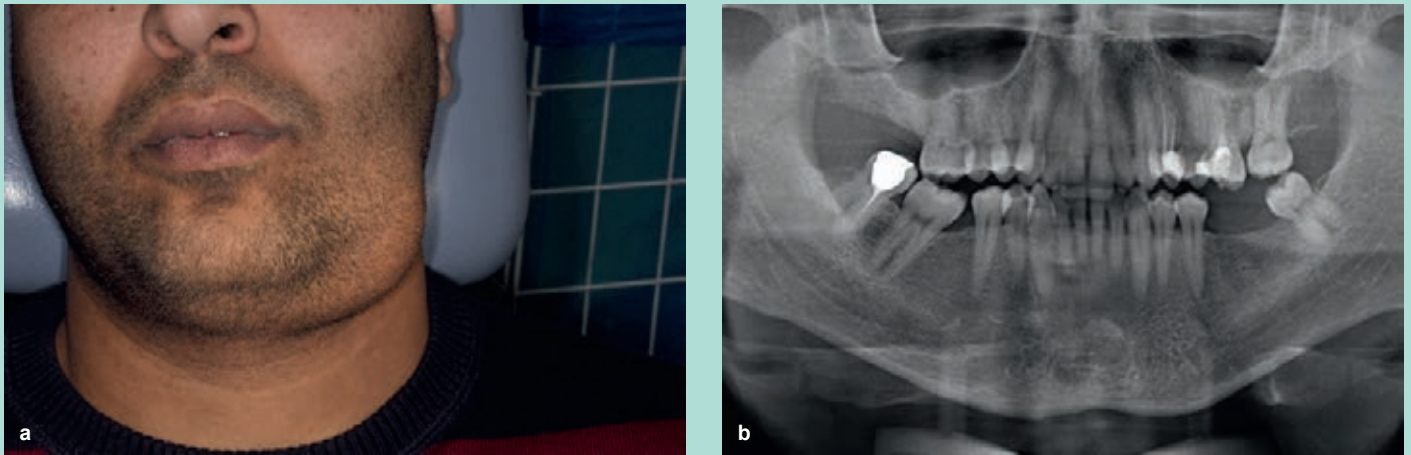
Patient (57 Jahre alt) mit unauffälliger allgemeiner Anamnese mit einer odontogenen Infektion mit Ausbreitungstendenz (perimandibulärer Abszess) bei Z.n. einer Zahnextraktion vor 3 Wochen: klinischer Befund der Schwellung perimandibulär links (a); Orthopantomogramm zum Zeitpunkt der stationären Aufnahme (b)
